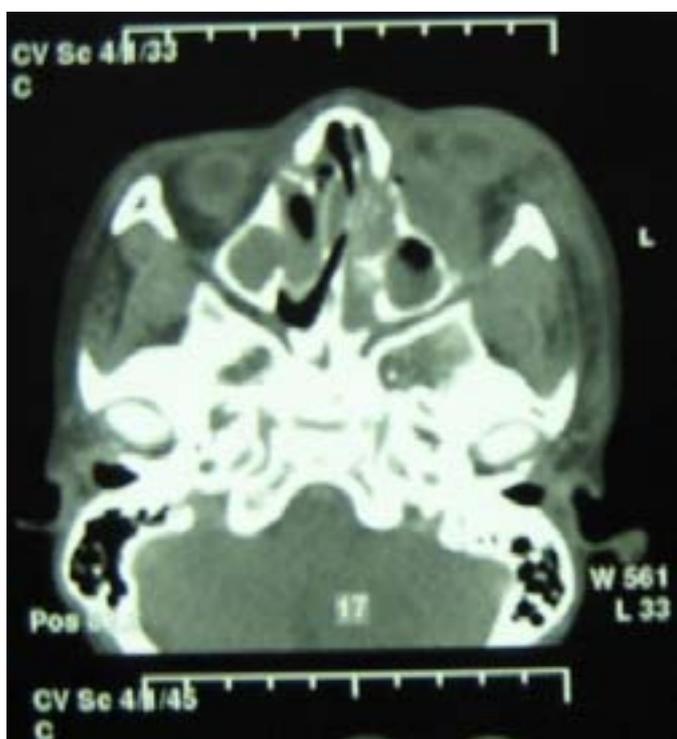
Tomografia Computadorizada de crânio, órbita e seios paranasais. Observa-se desvio de septo nasal importante ao nível do complexo óstiomeatal esquerdo e hipertrofia de cornetos inferiores
